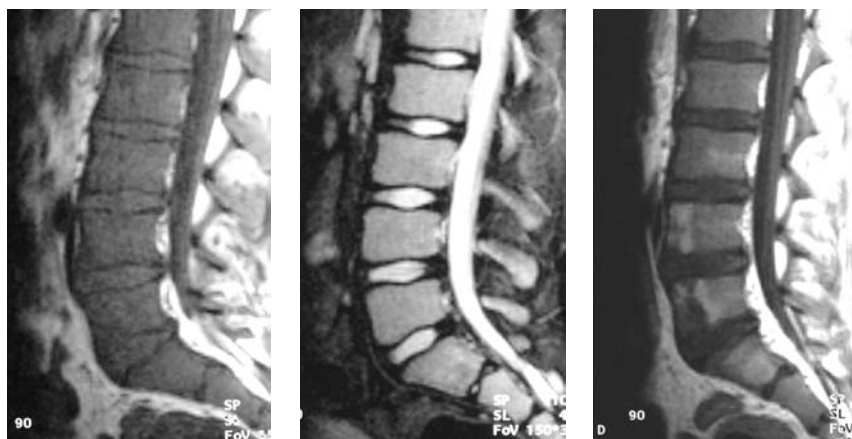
Leucemia Linfoblastica esame RM, SE T1, FSE T2 e SET1 post m.d.c. Quadro sostanzialmente aspecifico in SE T1 (A) e T2 FSE (B); evidenti lesioni focali in SE T1 post m.d.c. (C) a carico di L4, L5 e S1.
